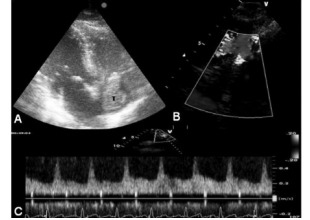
Transthoracic echocardiography shows a mobil echo (T) on the right atrium which protrudes to the right ventricle Figure 2b- Colour flow Doppler. Local flow acceleration and turbulence expressed as colour aliasing (arrows) which is consistent with fistula. Figure 2c- Doppler interrogation demonstrated a continuous flow signal.
